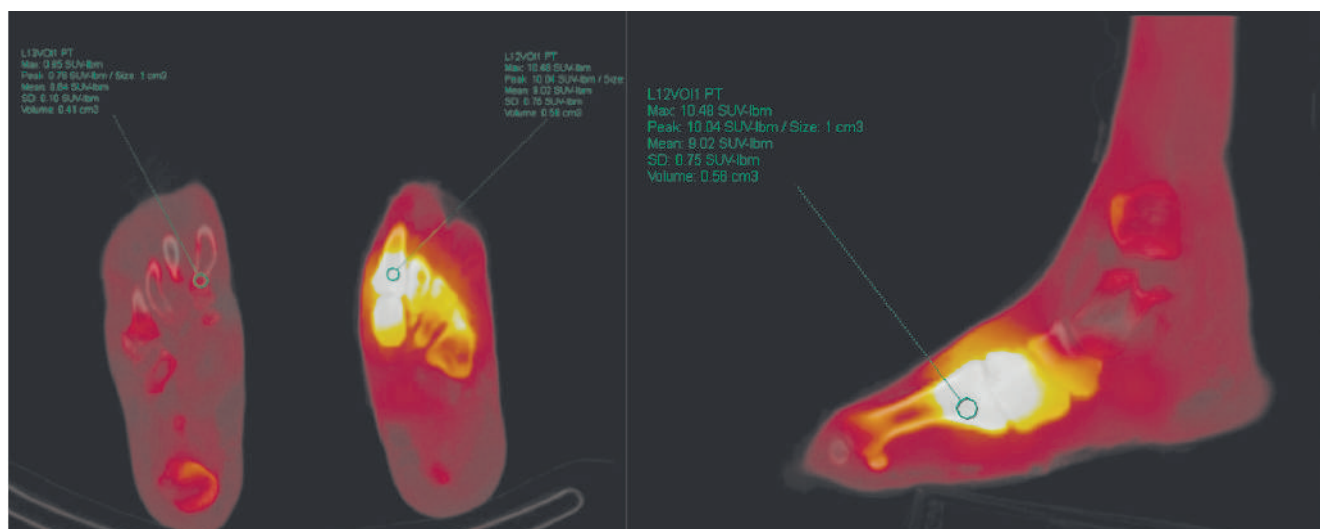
Пациент N., сахарный диабет 2-го типа, остеомиелит. ОФЭКТ/КТ в аксиальной и сагиттальной проекциях. Выраженная гиперфиксация РФП (SUV/bm (max) = 10,48) в медиальной клиновидной, основании 1-й плюсневой кости, промежуточной клиновидной и основании 2-й плюсневой кости, культих 3-й и 4-й плюсневых костей, основании 5-й плюсневой кости с признаками краевой литической деструкции (септическое поражение)
